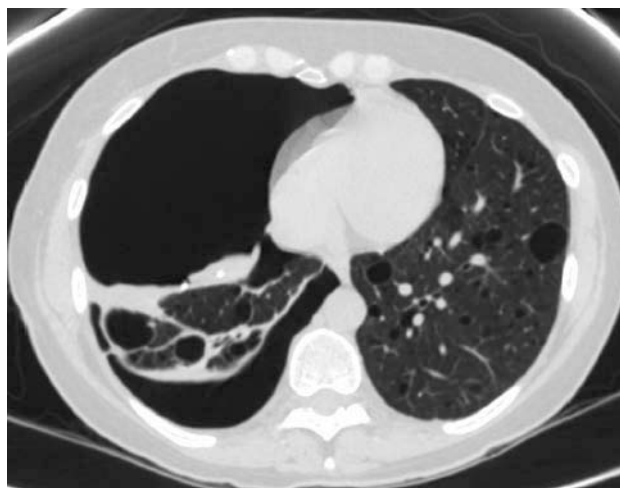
Tomografía axial computarizada torácica. Corte axial.
